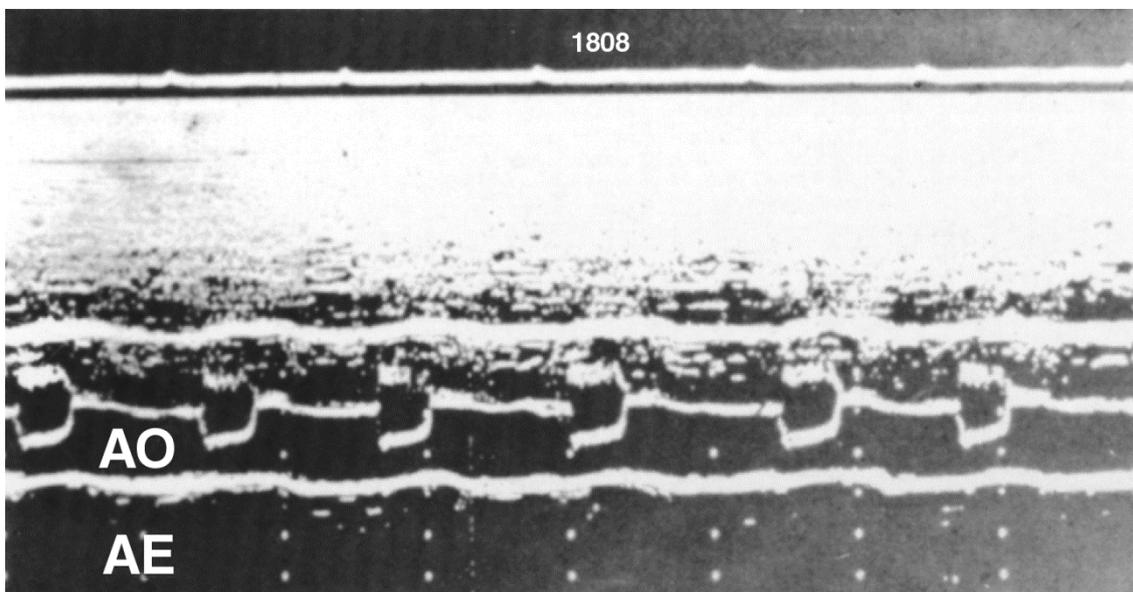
Miocardiopatia dilatada. Sinais de baixo débito cardíaco no ecocardiograma da raiz aórtica. Notar que há mínimo deslocamento sistólico para a frente das paredes aórticas. As cúspides aórticas tendem ao fechamento durante a ejeção.
